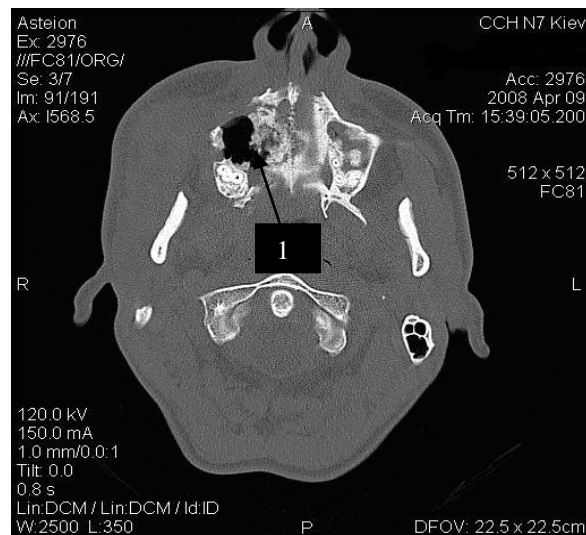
КТ хворого З., 27 років, з дифузним остеомієлітом верхньої щелепи (1 - деструкція та остеосклероз піднебінних відростків, стінок гайморових пазух та бугрів щелепи).
